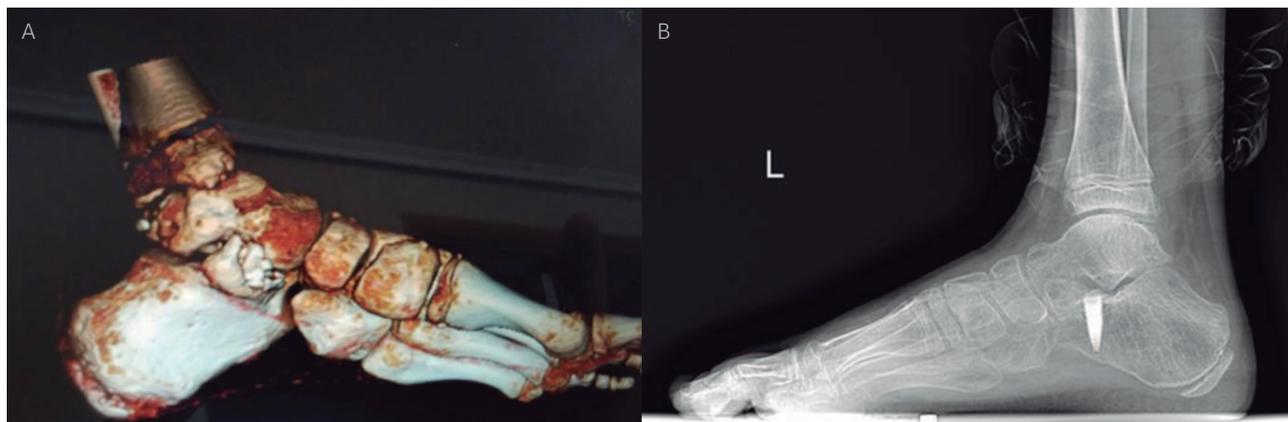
A. Tomografía computarizada en 3D preoperatoria de una coalición parcialmente osificada en la faceta medial. Radiografías laterales postoperatorias de la osteotomía calcánea de Evans que se requirió para corregir la deformidad asociada a pie plano y que se realizó a la vez que se realizó la escisión de la coalición tarsal parcialmente osificada.
